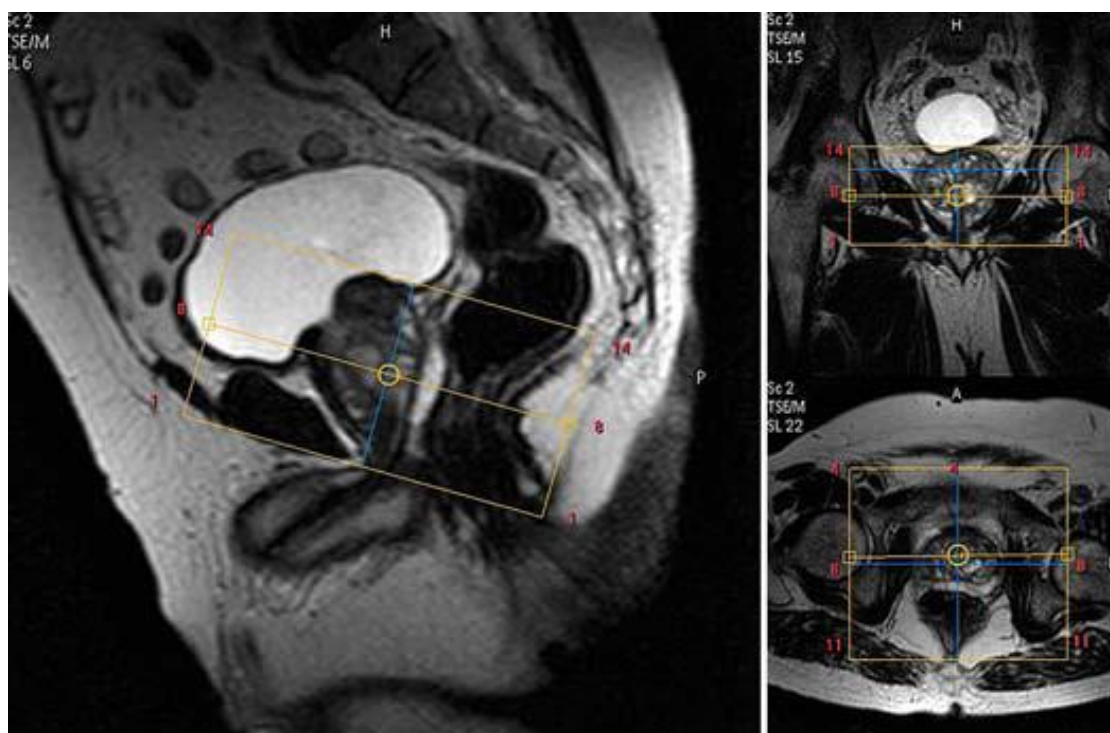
Séquences de repérage IRM avec positionnement et centrage de l'antenne au centre de la prostate.
